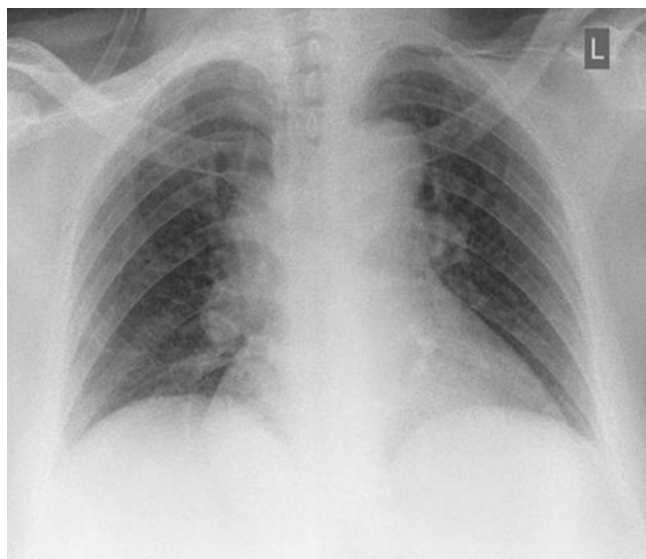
Рентгенограма пацієнтки при госпіталізації (пряма проекція).
